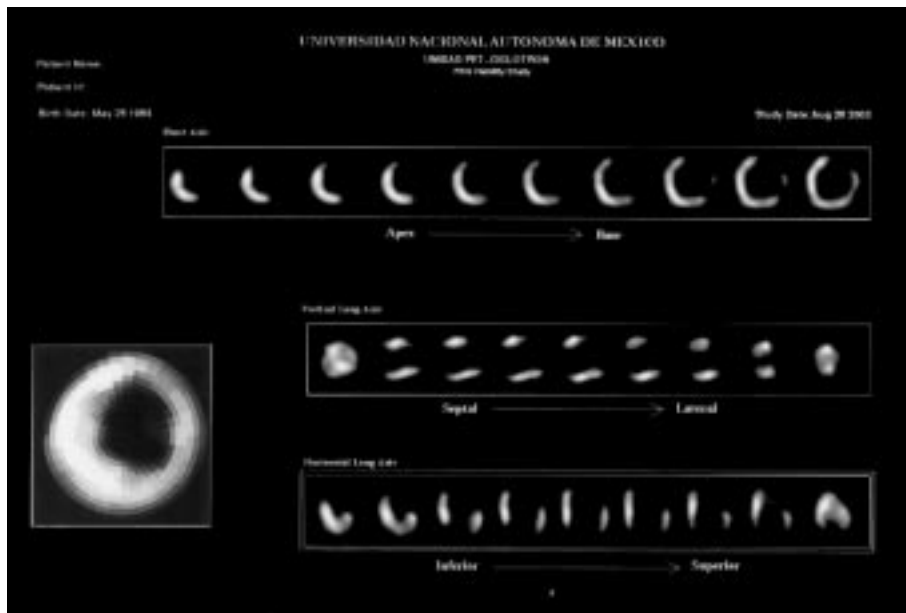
PET Captación de 18-FDG. Pre-Implante de Stem Cell.
